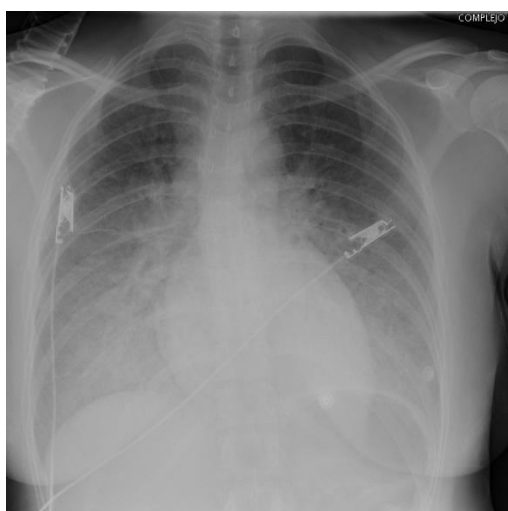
Radiografía de tórax al ingreso en UCIC de la paciente. Infiltrados alveolares perihiliares, compatibles con edema agudo de pulmón
